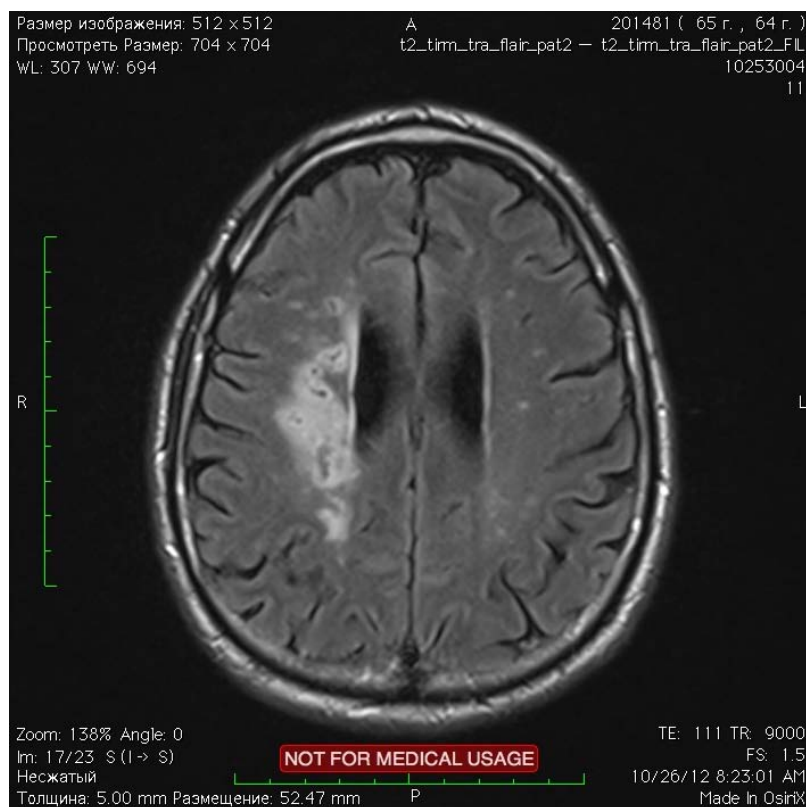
Investigația prin rezonanță magnetică nucleară cerebrală
